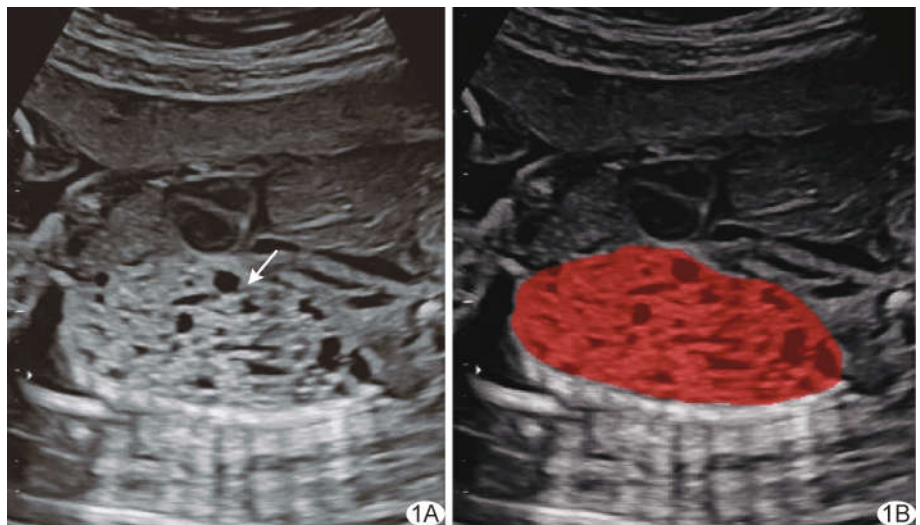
不良预后组胎儿,孕 20 周,II 型 CPM A. 产前超声灰阶图示胎儿左侧胸腔内 54 mm×36 mm×25 mm 囊实性团块(箭), $CVR=1.40$; B. 勾画病灶 ROI(红色区域)
